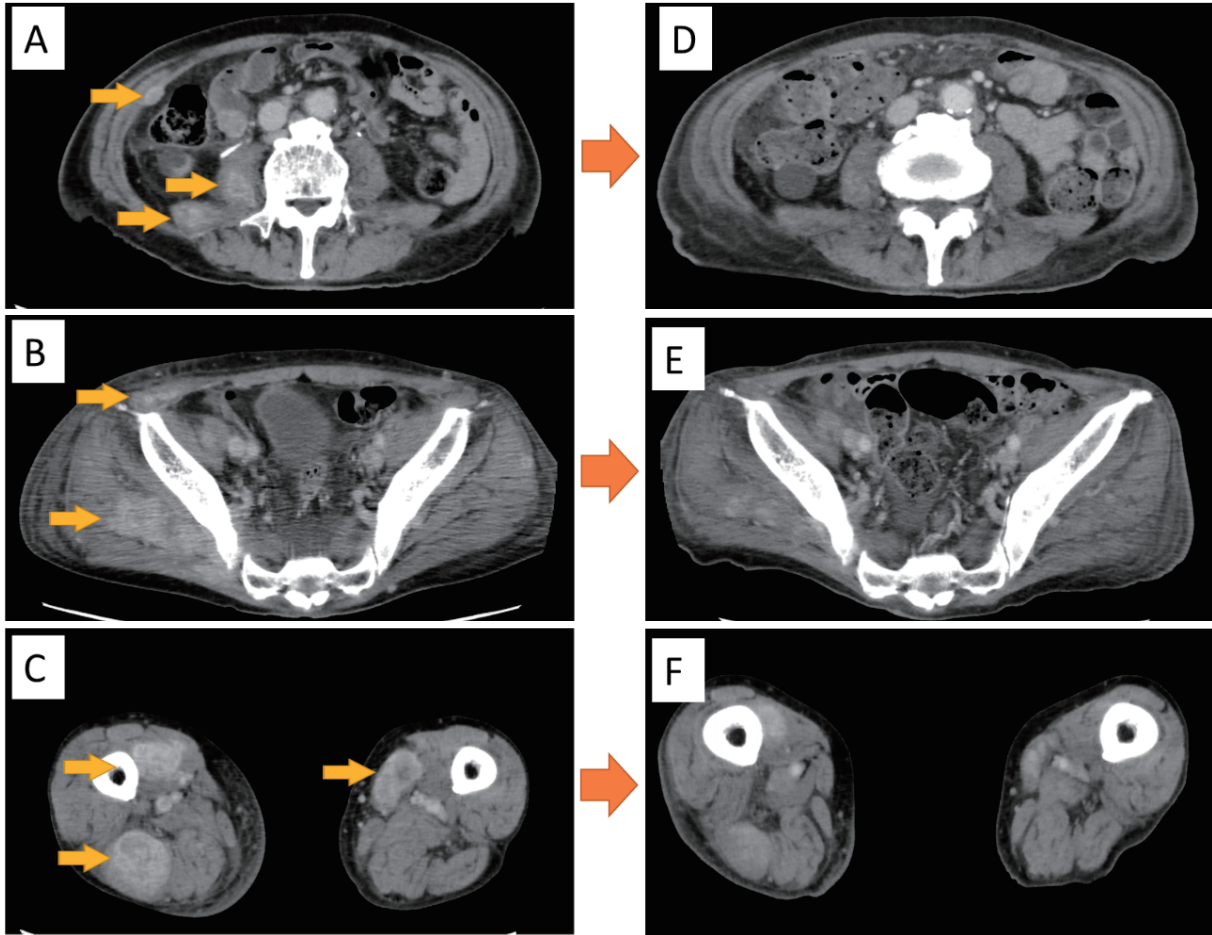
Abdominal pelvis contrast CT images obtained at baseline of multiple skeletal muscle metastases (A, B, C), after one course of pembrolizumab (D, E, F), showing a remarkable reduction in the tumor size.
